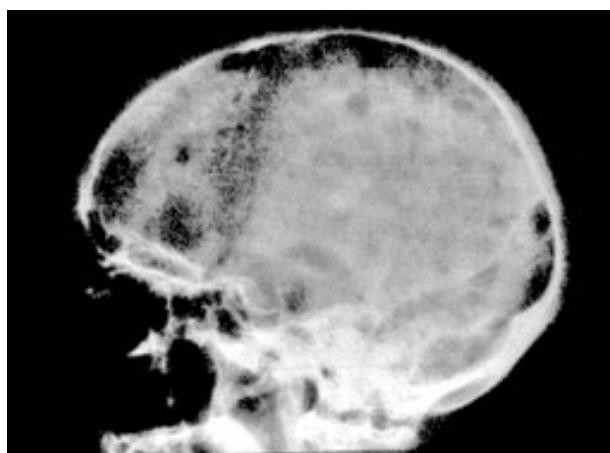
Radiografía lateral de cráneo que muestra lesiones líticas de manera diseminada, características del mieloma múltiple.
